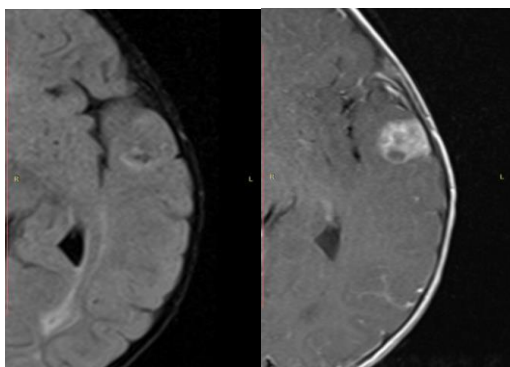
та же больная. Метастаз в левую височную долю через 1,5 года (МРТ T1 постконтрастные и flair вид метастаза до удаления)
